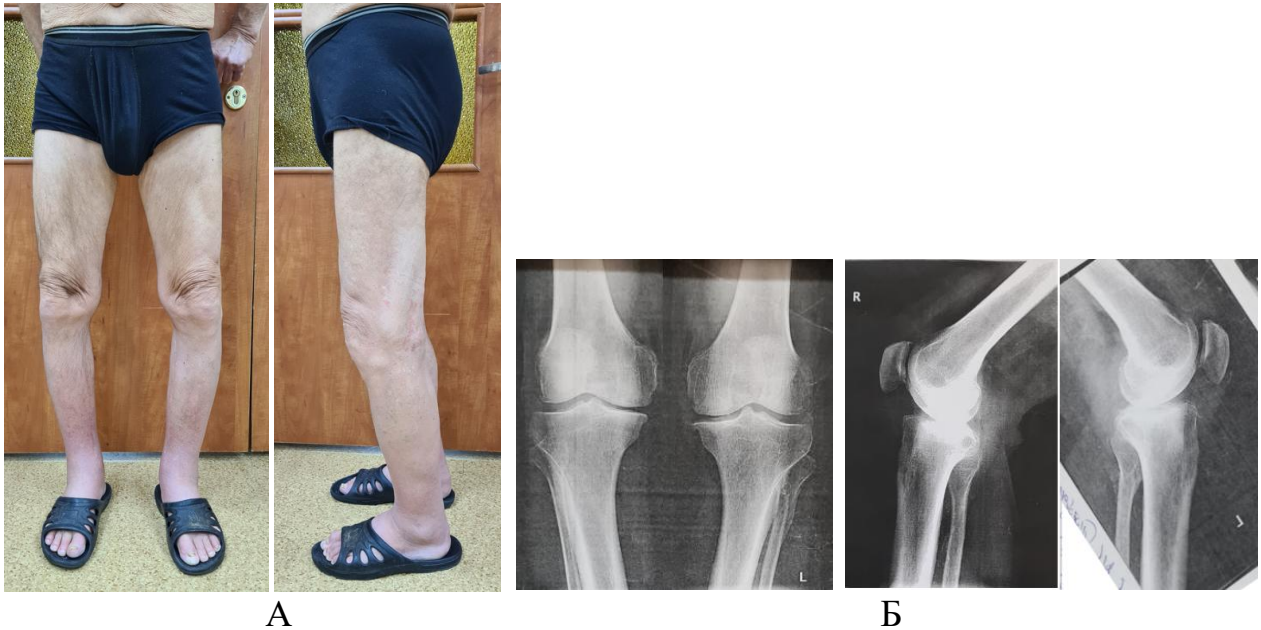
Вид коленного сустава до операции. Варусная деформация коленных суставов – А, Рентгенография коленных суставов – Б
